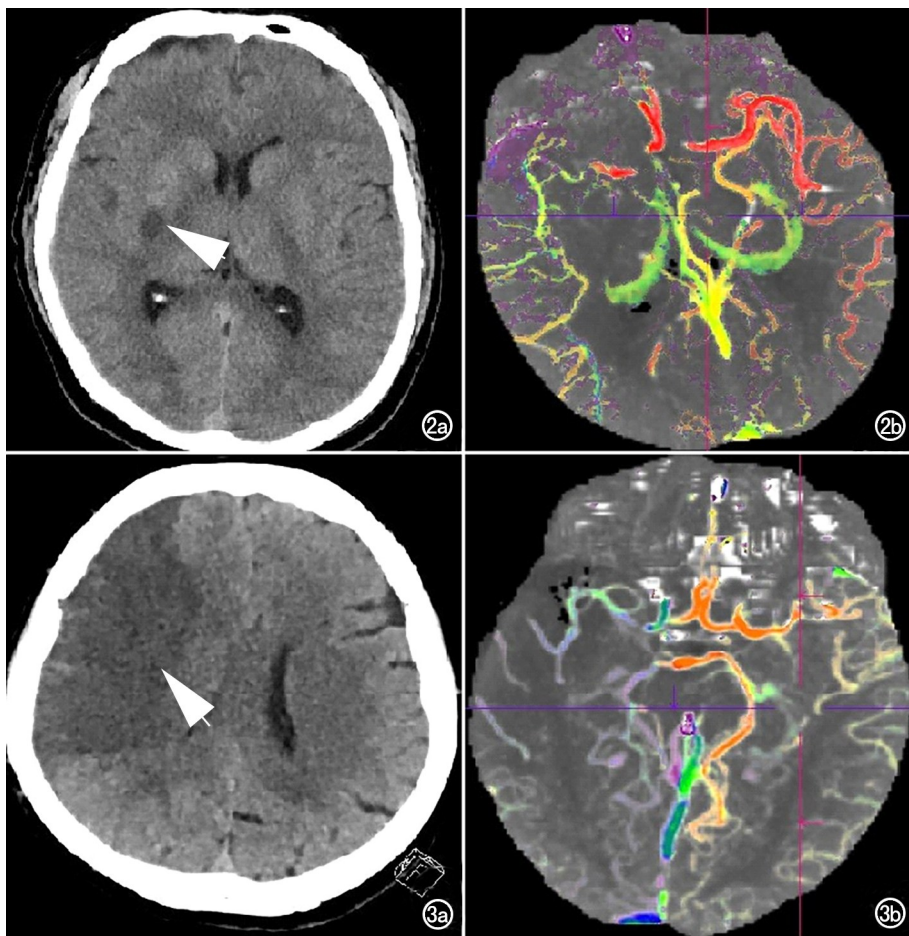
a)右侧大脑中动脉 M1 段闭塞患者机械取栓治疗后复查 CT 图像,右侧基底节区少量水肿(箭),CED 评级 1 级,定义为轻度水肿;b)其术前 FVM 评分 3 分。图 3 a)右侧大脑中动脉 M1 段闭塞患者机械取栓治疗后复查 CT 图像,右侧大脑半球大片水肿(箭)CED 评级 3 级,定义为重度水肿;b)其术前 FVM 评分 1 分。
